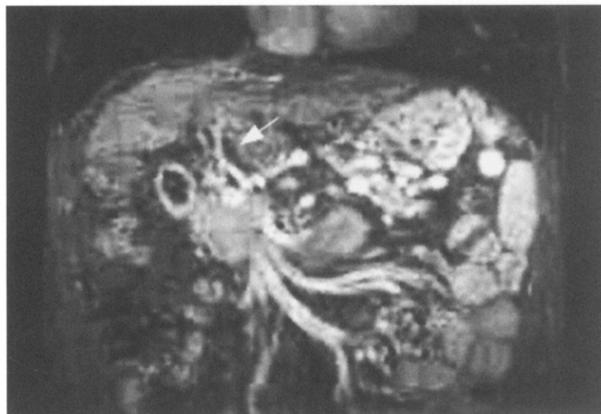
腹部 MRI 所見: 門脈本幹 (矢印) の狭小化を認めた。
